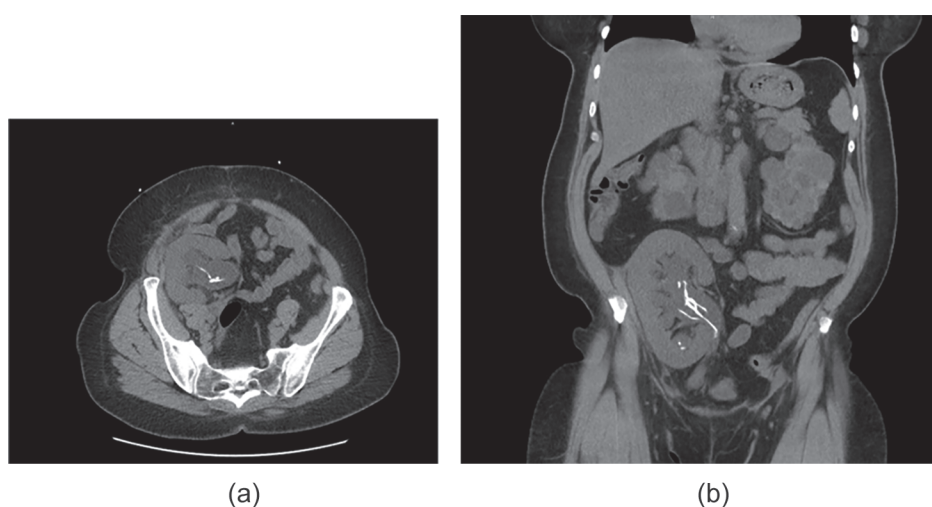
TC sin contraste que muestra calcificación renal atípica vista en la pelvis renal del riñón trasplantado debido a hilo de nefrostomía retenido. A, Vista axial. B, Vista coronal.
